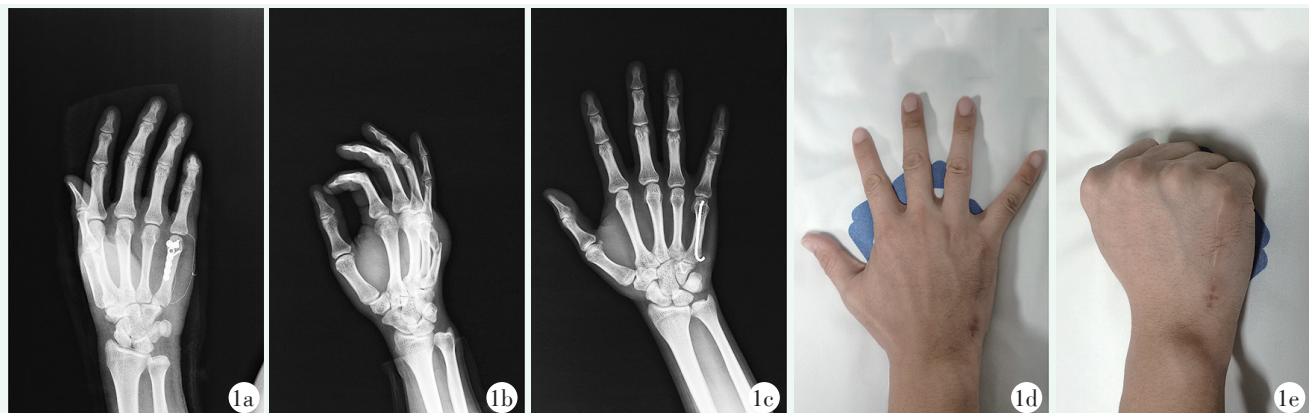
患者,男,30岁,既往右手第5掌骨颈骨折,后因吵架自击墙面后第5掌骨颈再骨折入院 1a:初次术后X线片示骨折复位良好,钢板内固定位置好 1b:初次内固定取出后,再骨折 1c:再次内固定末次随访时骨折愈合良好,对线对位良好 1d, 1e:末次随访时功能外观
